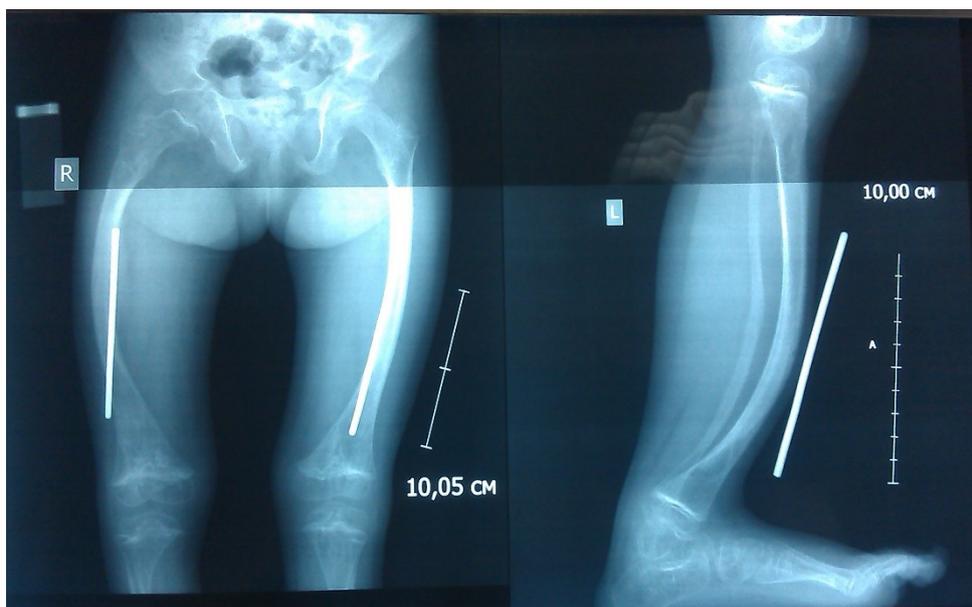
Рентген снимок с масштабной шкалой и соответствующий по диаметру стержень
